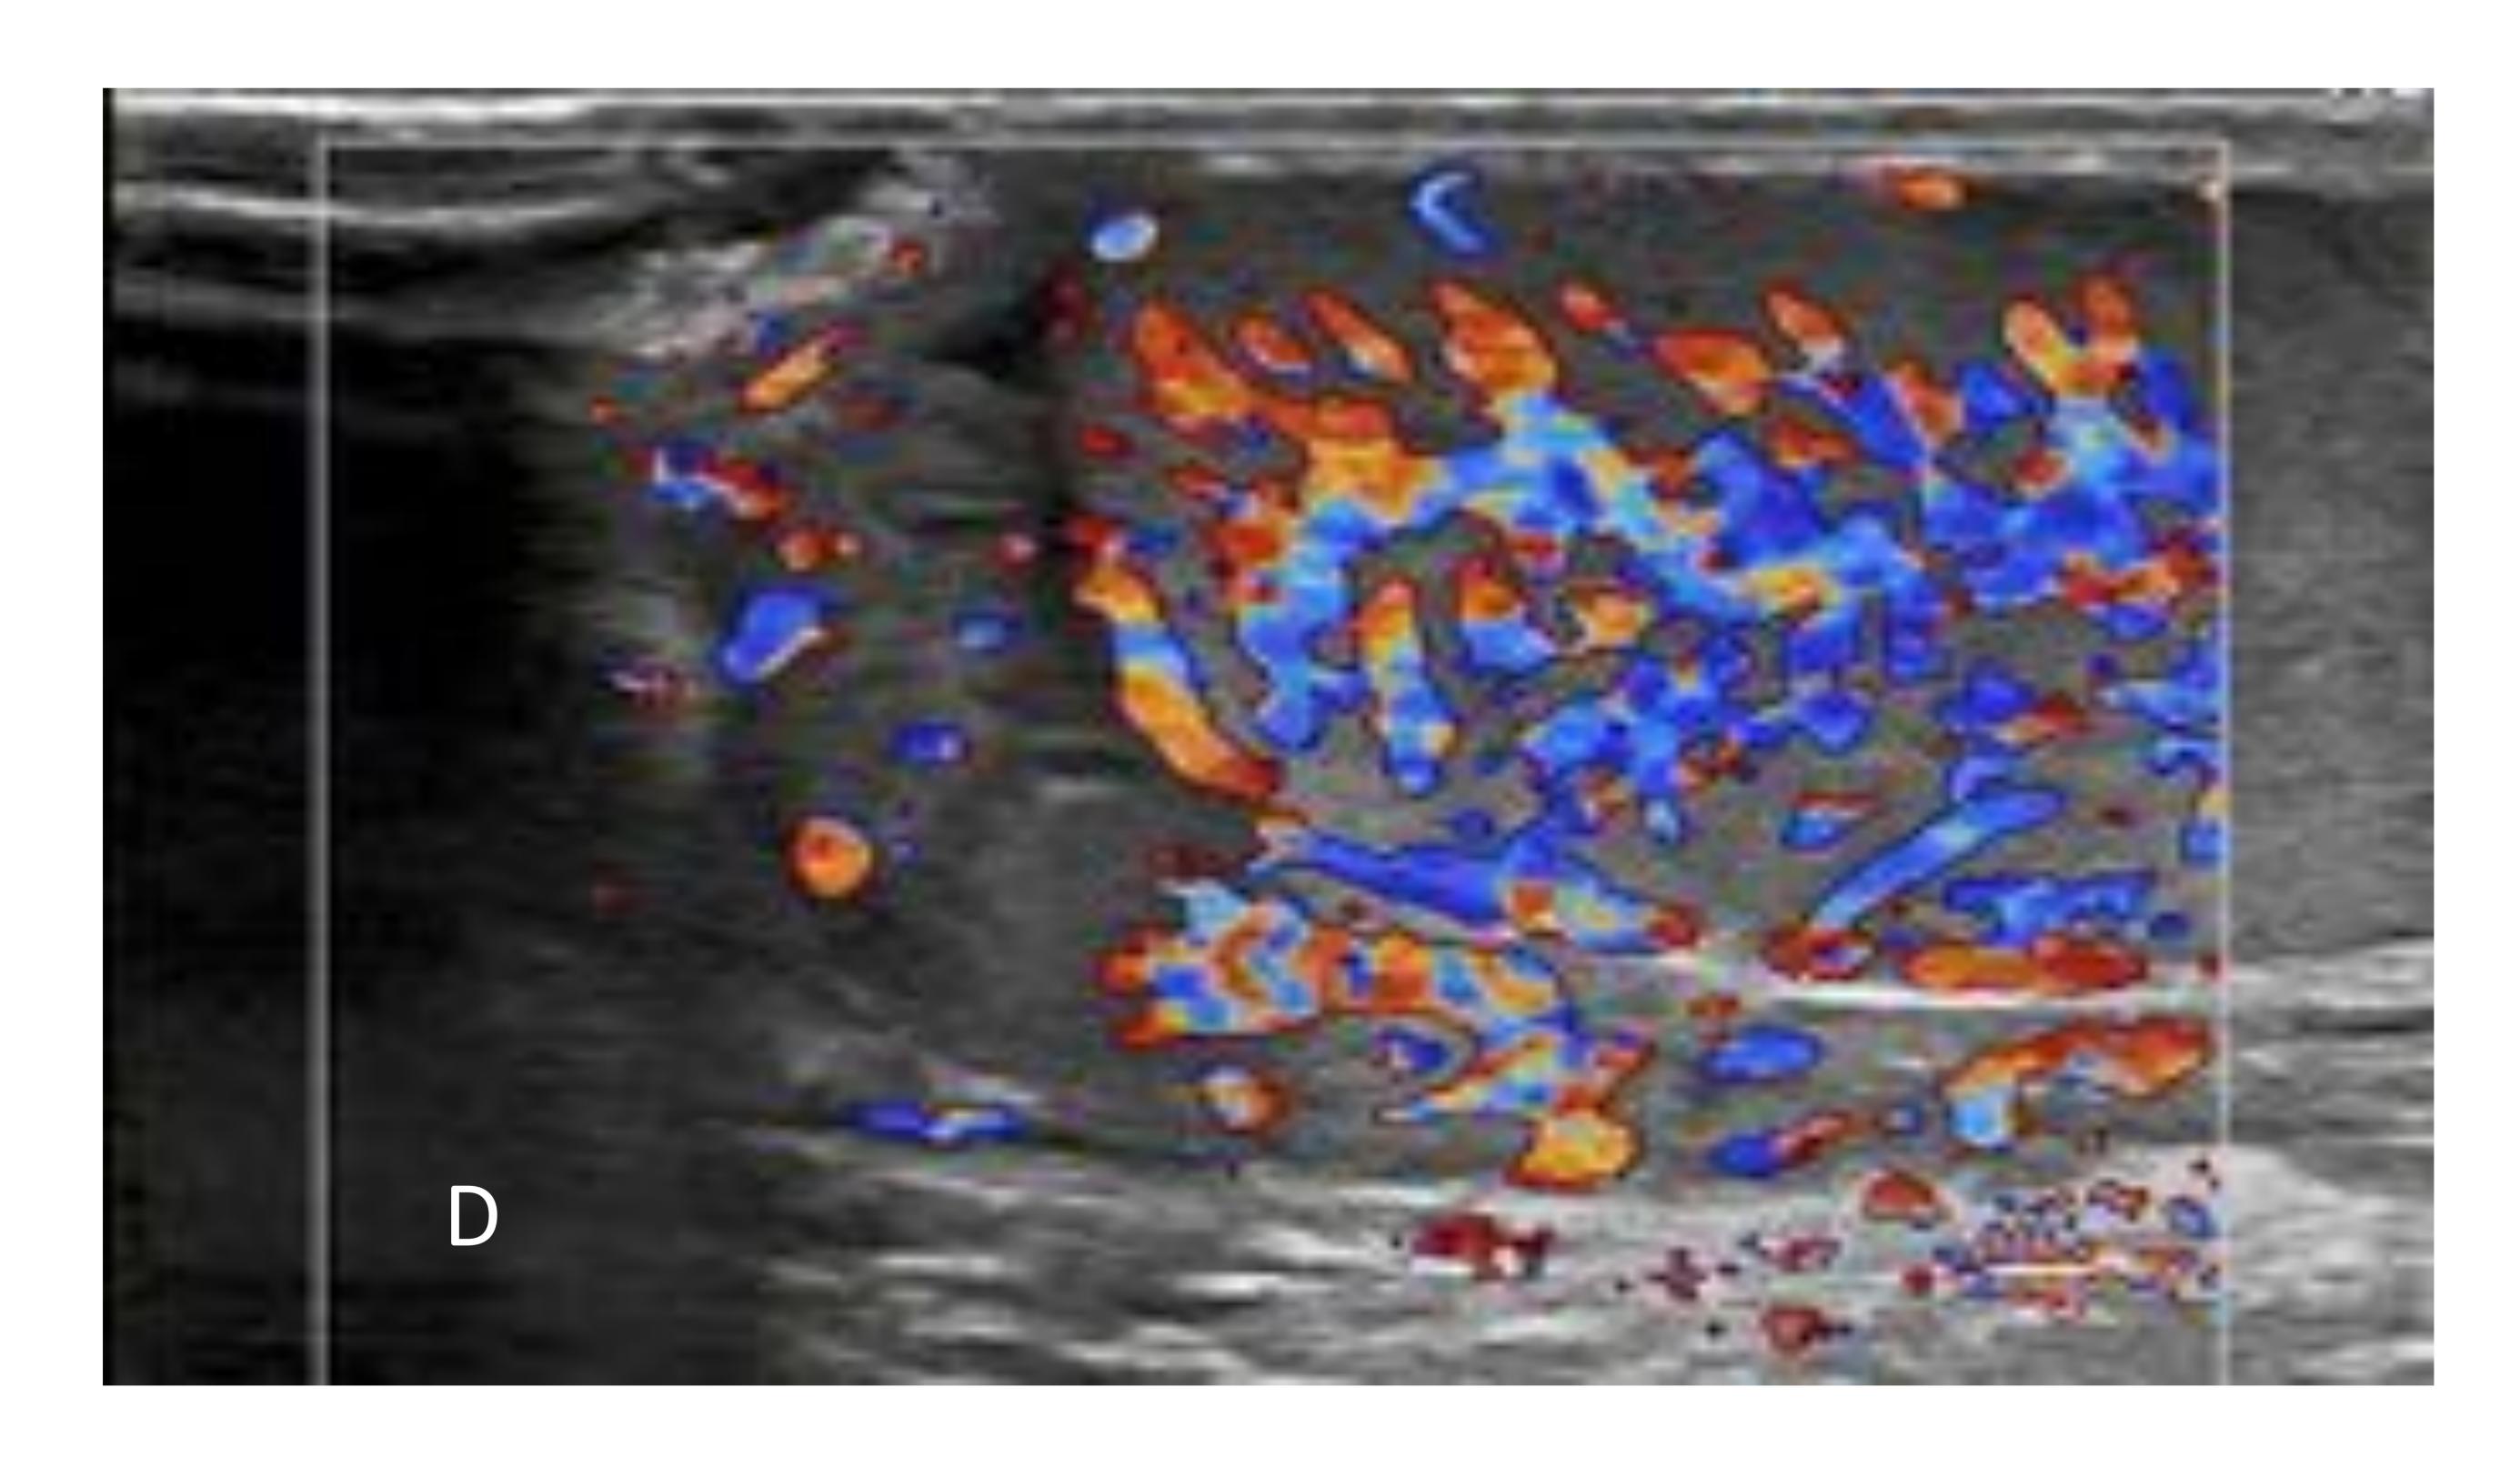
Orquiepididimitis. Varón con fiebre y adenopatía cervical derecha de una semana de evolución que asocia dolor testicular derecho. C) Epidídimo y testículo derechos aumentados de tamaño y de ecoestructura heterogénea. D) Aumento del flujo Doppler en testículo y epidídimo derechos.
